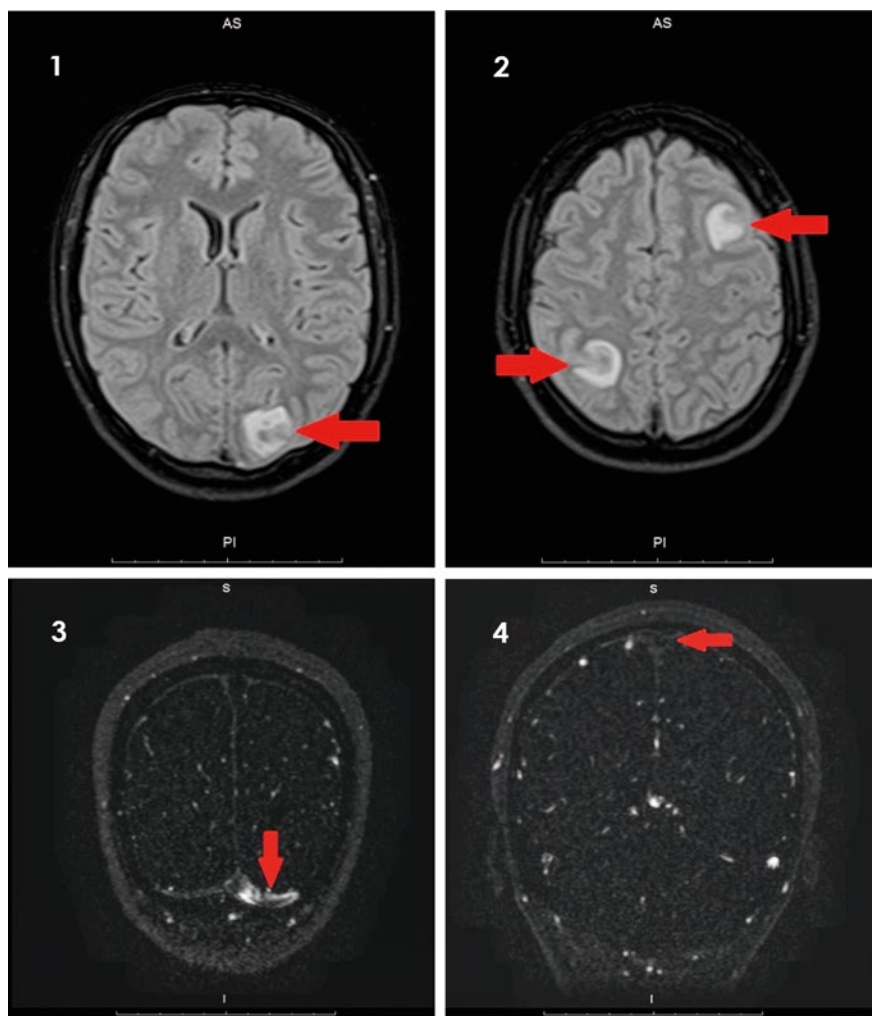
Очаг ишемии с геморрагической трансформацией в левой затылочной доле (T2-FLAIR). 2). Очаги ишемии с геморрагической трансформацией в левой лобной и правой теменной долях (T2-FLAIR). 3). Тромботические массы в просвете левого сигмовидного синуса (MP-венография с контрастным усилением магнестом). 4). Тромбоз верхнего сагиттального синуса (MP-венография с контрастным усилением магнестом).
